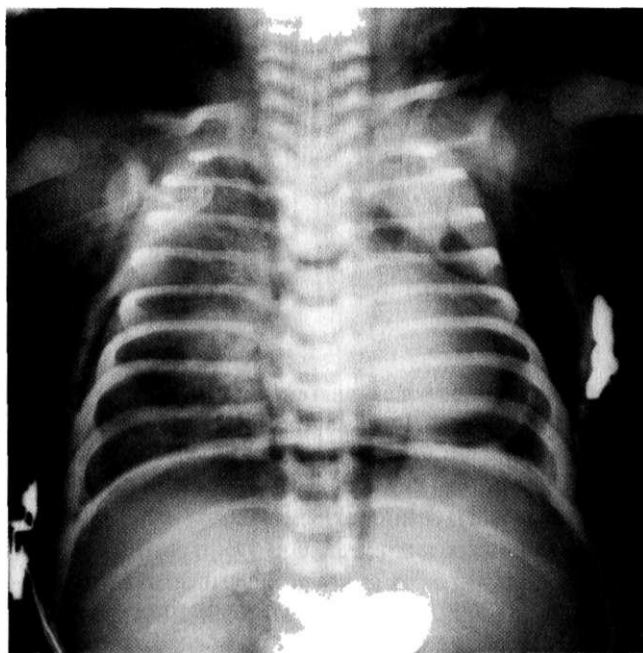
Обзорная рентгенограмма. Пневмомедиастинум и подкожная эмфизема при перфорации пищевода.
